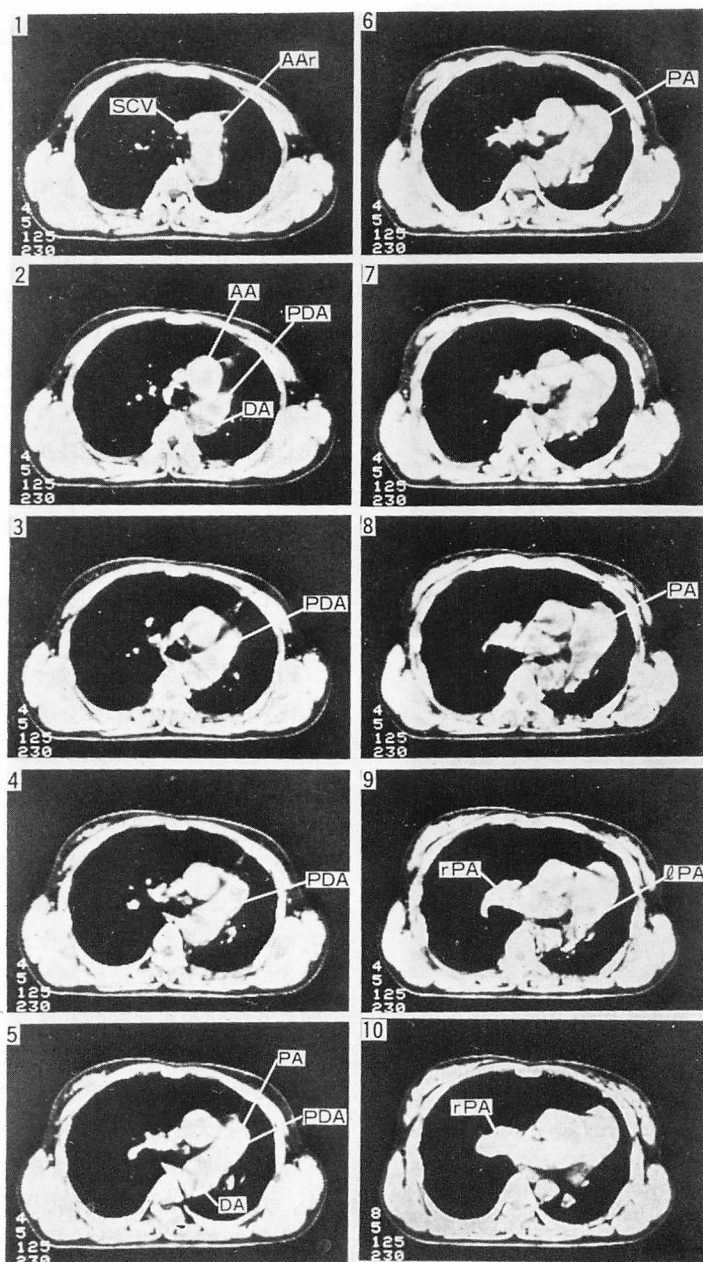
Enhanced CT of the patent ductus arteriosus (34-year-old female).
